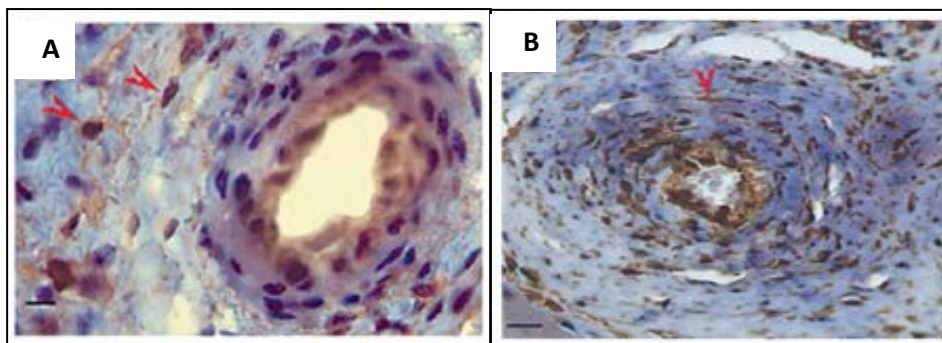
Inmunohistoquímica en placenta humana de término. Los TC con sus telópodos delgados y largos en una disposición circular a la arteria fetal están indicados con flecha roja A. Tinción con c-kit positivo. B. vimentina positivo. Largas prolongaciones concéntricas a la arteria (Suciu y col., 2010).
